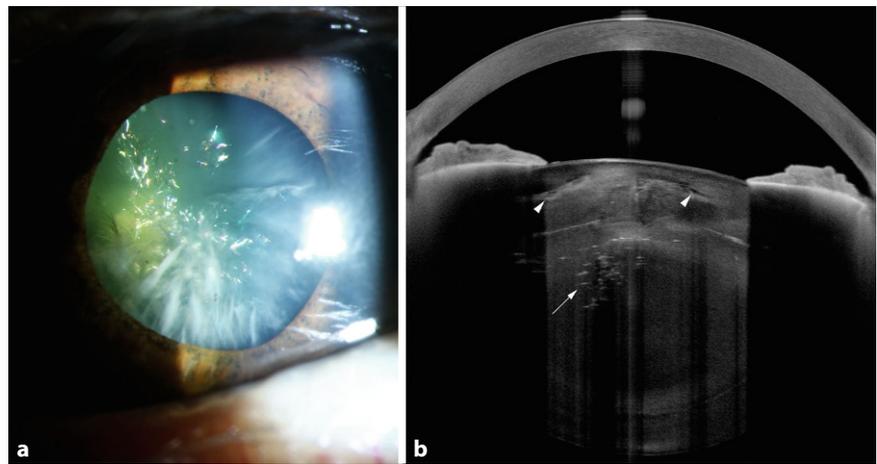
▲ Spaltlampenaufnahme (a) einer Katarakt mit Christbaumschmuck, der an den bunt glitzernden Kristallen zu erkennen ist. In der optischen Kohärenztomographie des vorderen Augenabschnitts (b) stellen sich die Kristalle als hyperreflektive Areale (→) mit distaler Signalauslöschung dar. Zudem sind Vakuolen im Kortex sichtbar (►)
